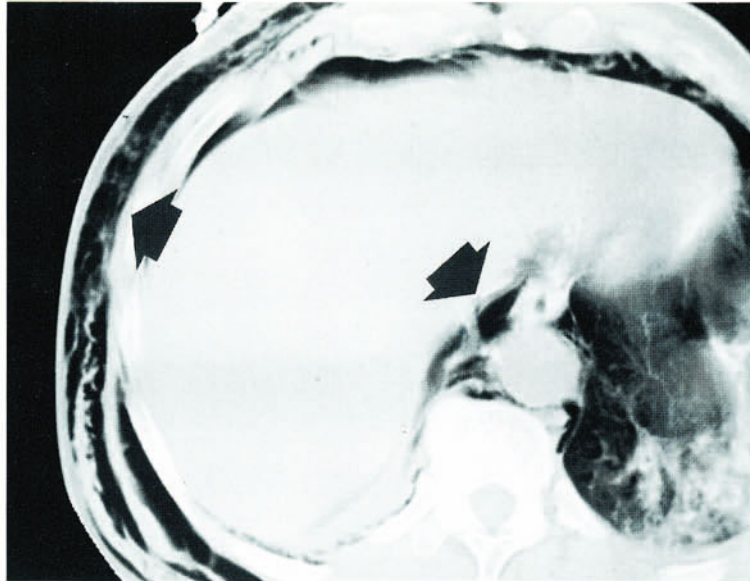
Pneumomediastinum. Diese CT-Schicht in Höhe des thorako-abdominellen Übergangs zeigt sowohl ein ausgeprägtes Weichteilemphysem als auch eine deutliche Luftansammlung zwischen Zwerchfell, Aorta und Ösophagus (*schwarze Pfeile*). Der Patient hatte ein ausgeprägtes Barotrauma erlitten
